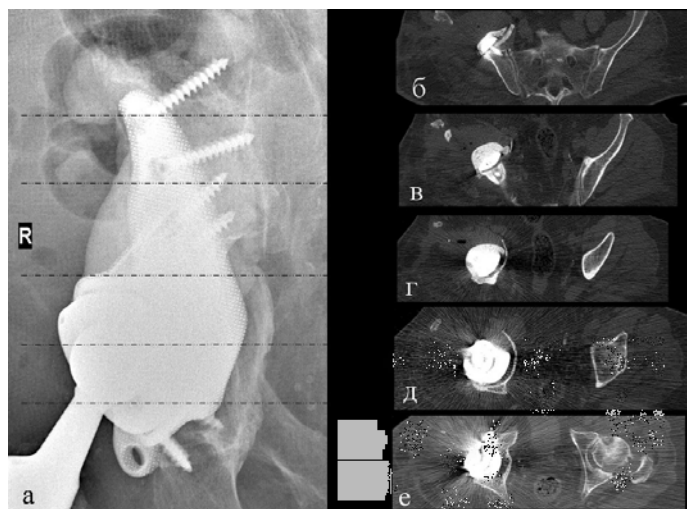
Сопоставление данных рентгенографии и компьютерной томографии на различных уровнях после ревизионного эндопротезирования правого тазобедренного сустава с использованием индивидуальной конструкции, линиями показаны соответствующие уровни сканов КТ: а) фрагмент рентгенограммы правого тазобедренного сустава; б) по данным КТ на уровне верхнего винта подвздошного фланца видно плотное прилегание конструкции к поверхности кости; в) на среднем уровне фланца на скане КТ видна рентген-прозрачная линия; г-д) на уровне верхнего полюса и середины полусферической части отмечается отсутствие контакта конструкции с подлежащей костью; е) на уровне нижнего полюса полусферической части по данным КТ имеется плотный контакт конструкции с подлежащей костью в области передней и задней колонны.
